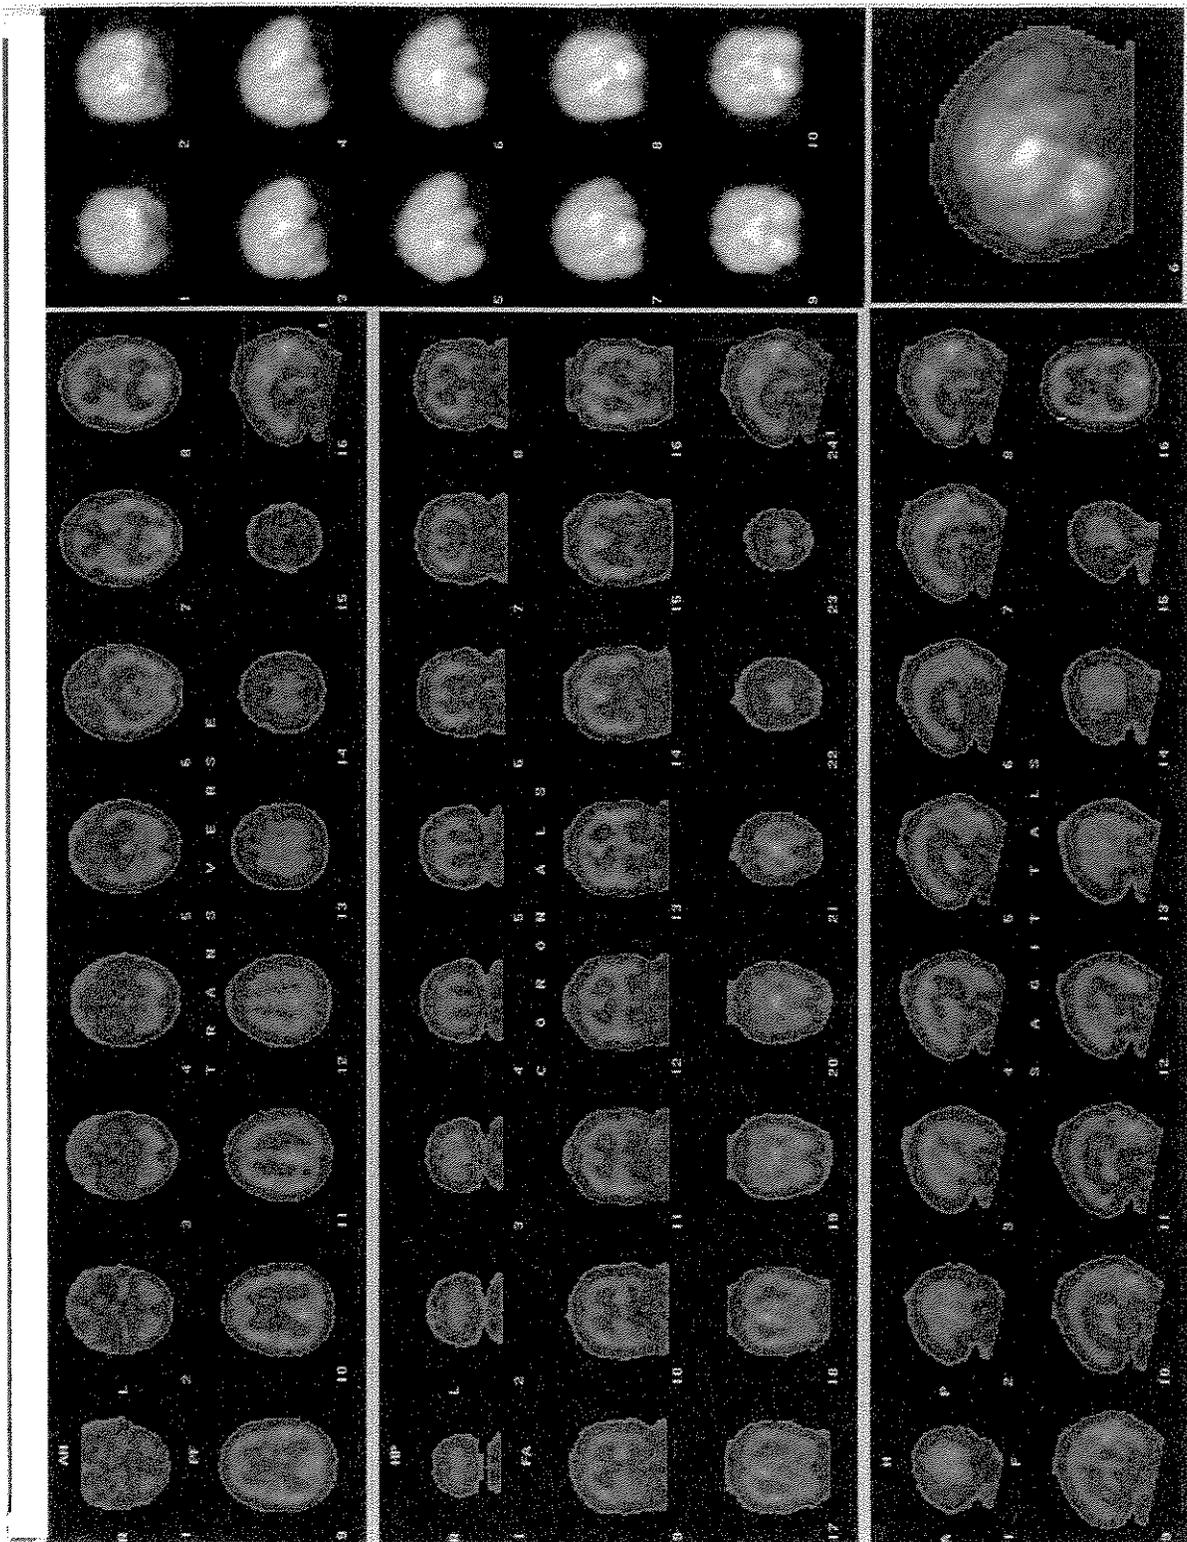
SPECT do grupo pesquisa
